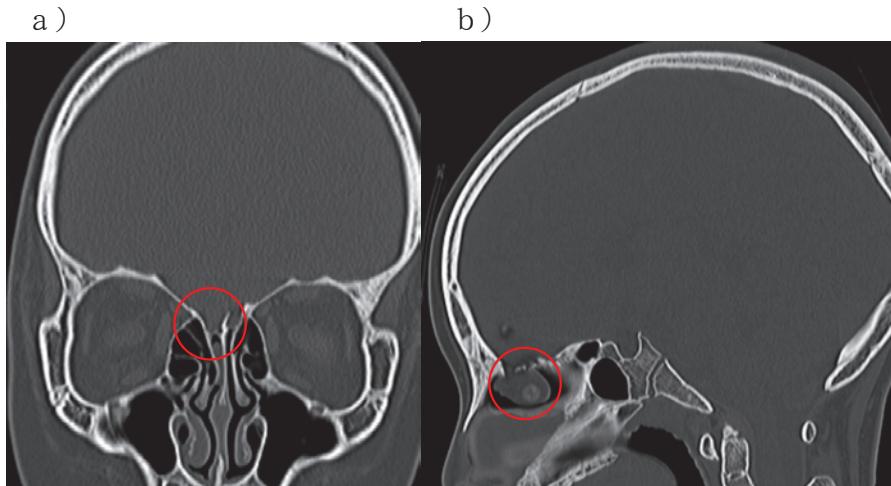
9歳2か月 単純CT 骨条件 Thin-slice (2 mm)
